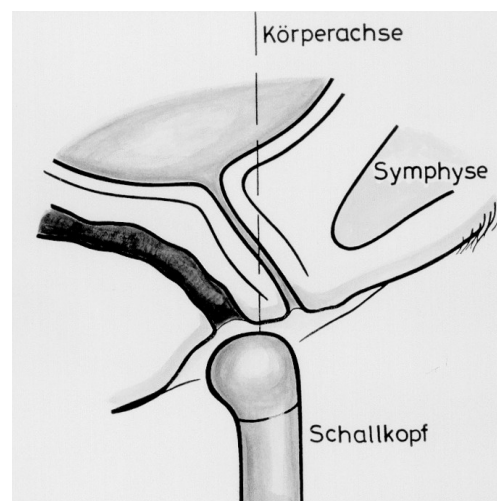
Schallkopfposition bei der Introitussonographie
